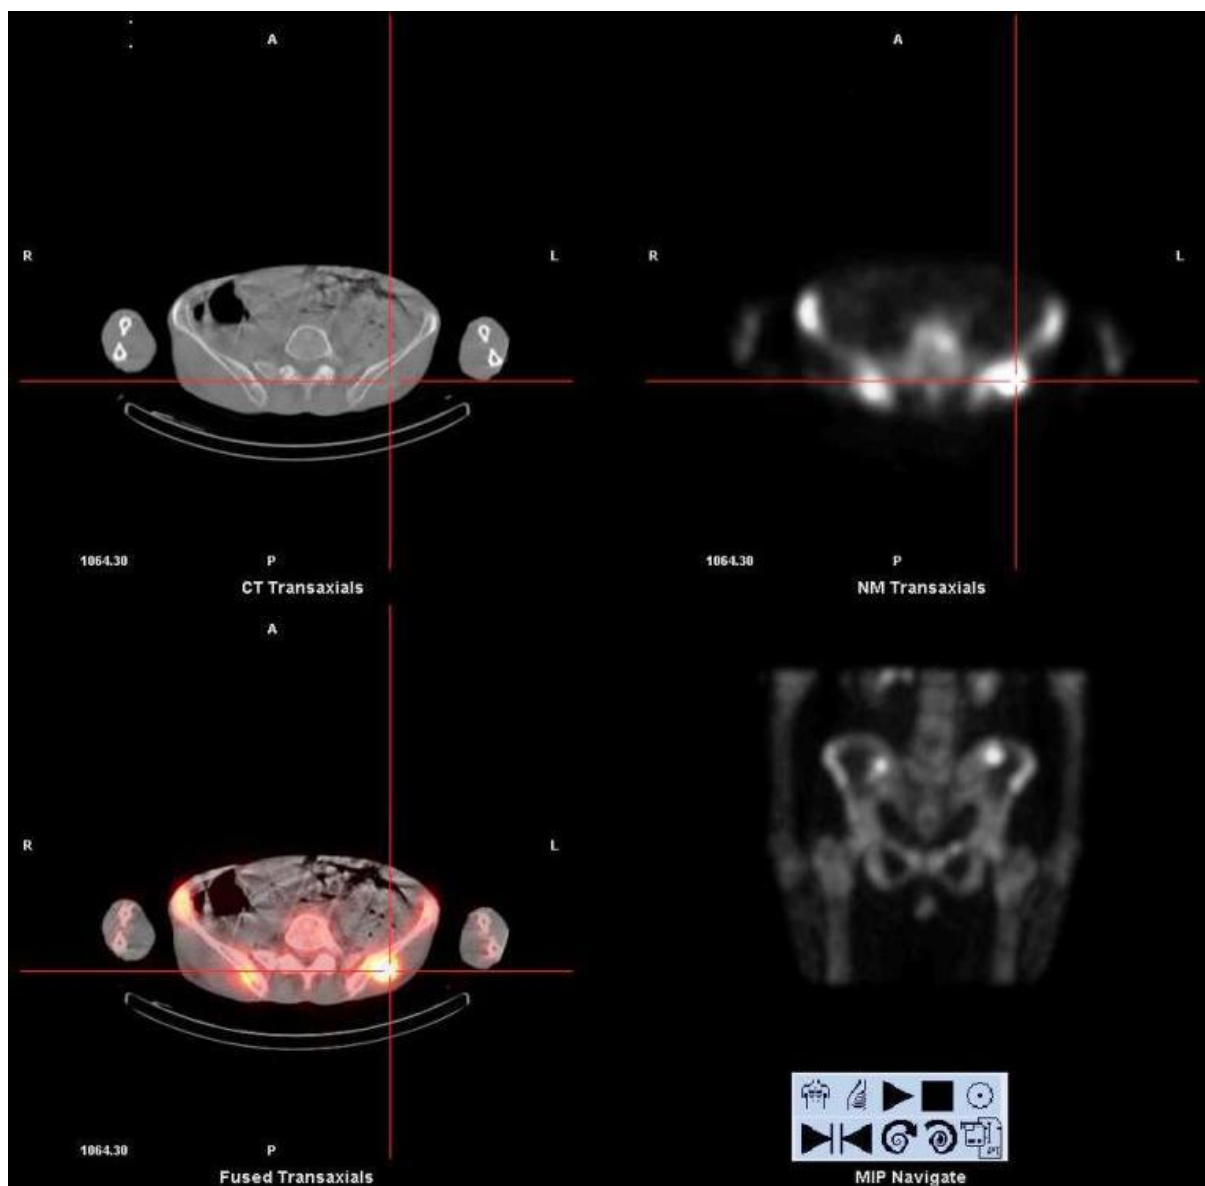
Découverte de deux foyers hyperfixants pelviens se projetant sur les deux ailes iliaques chez une patiente suivie pour néoplasie mammaires. La TEMP-TDM met en évidence des anomalies morfo fonctionnelles des parties molles des deux régions fessières. La patiente avait effectivement fait des injections intramusculaires durant les jours qui précèdent l'exploration.
